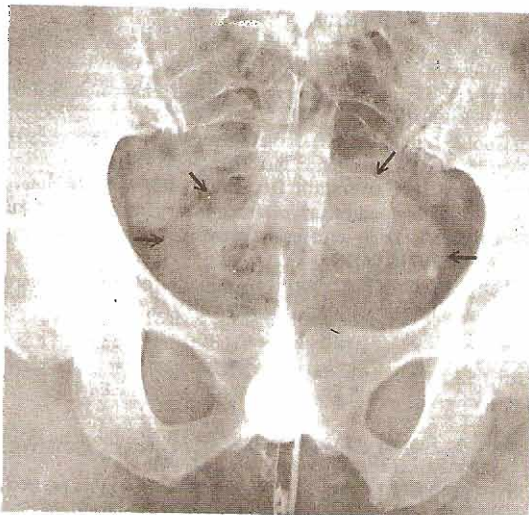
Divertículo uretral que contiene un cálculo. Izquierda: Radiografía simple que muestra el cálculo. Las flechas señalan los límites de la vejiga. Derecha: Divertículo lleno con material radiopaco instilado a través de un catéter uretral. La vejiga está delimitada por las flechas.
